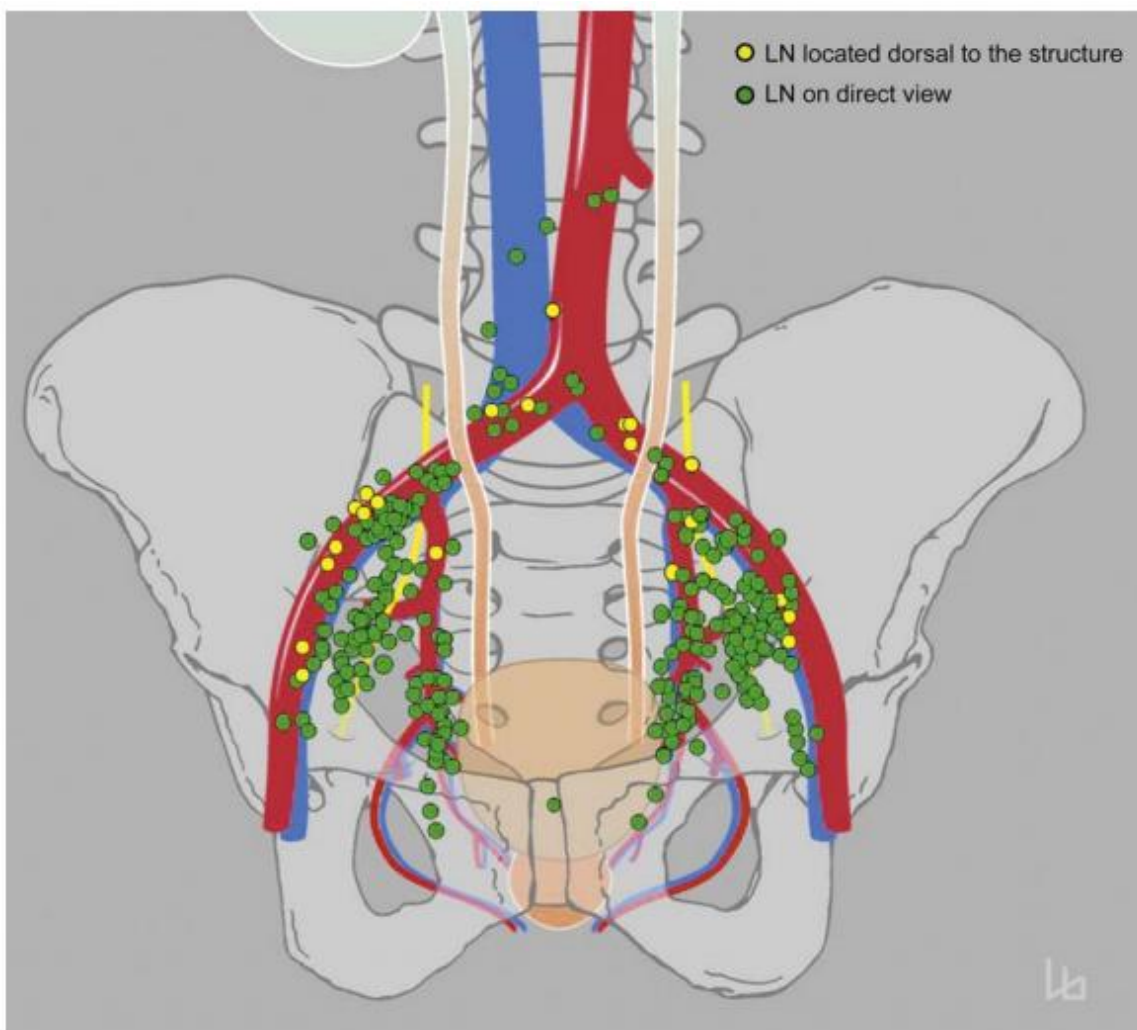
Image assemblant l'ensemble des sites de drainage lymphatiques primaires transférée d'après les données tridimensionnelles fournies par le PET-scan [109]
